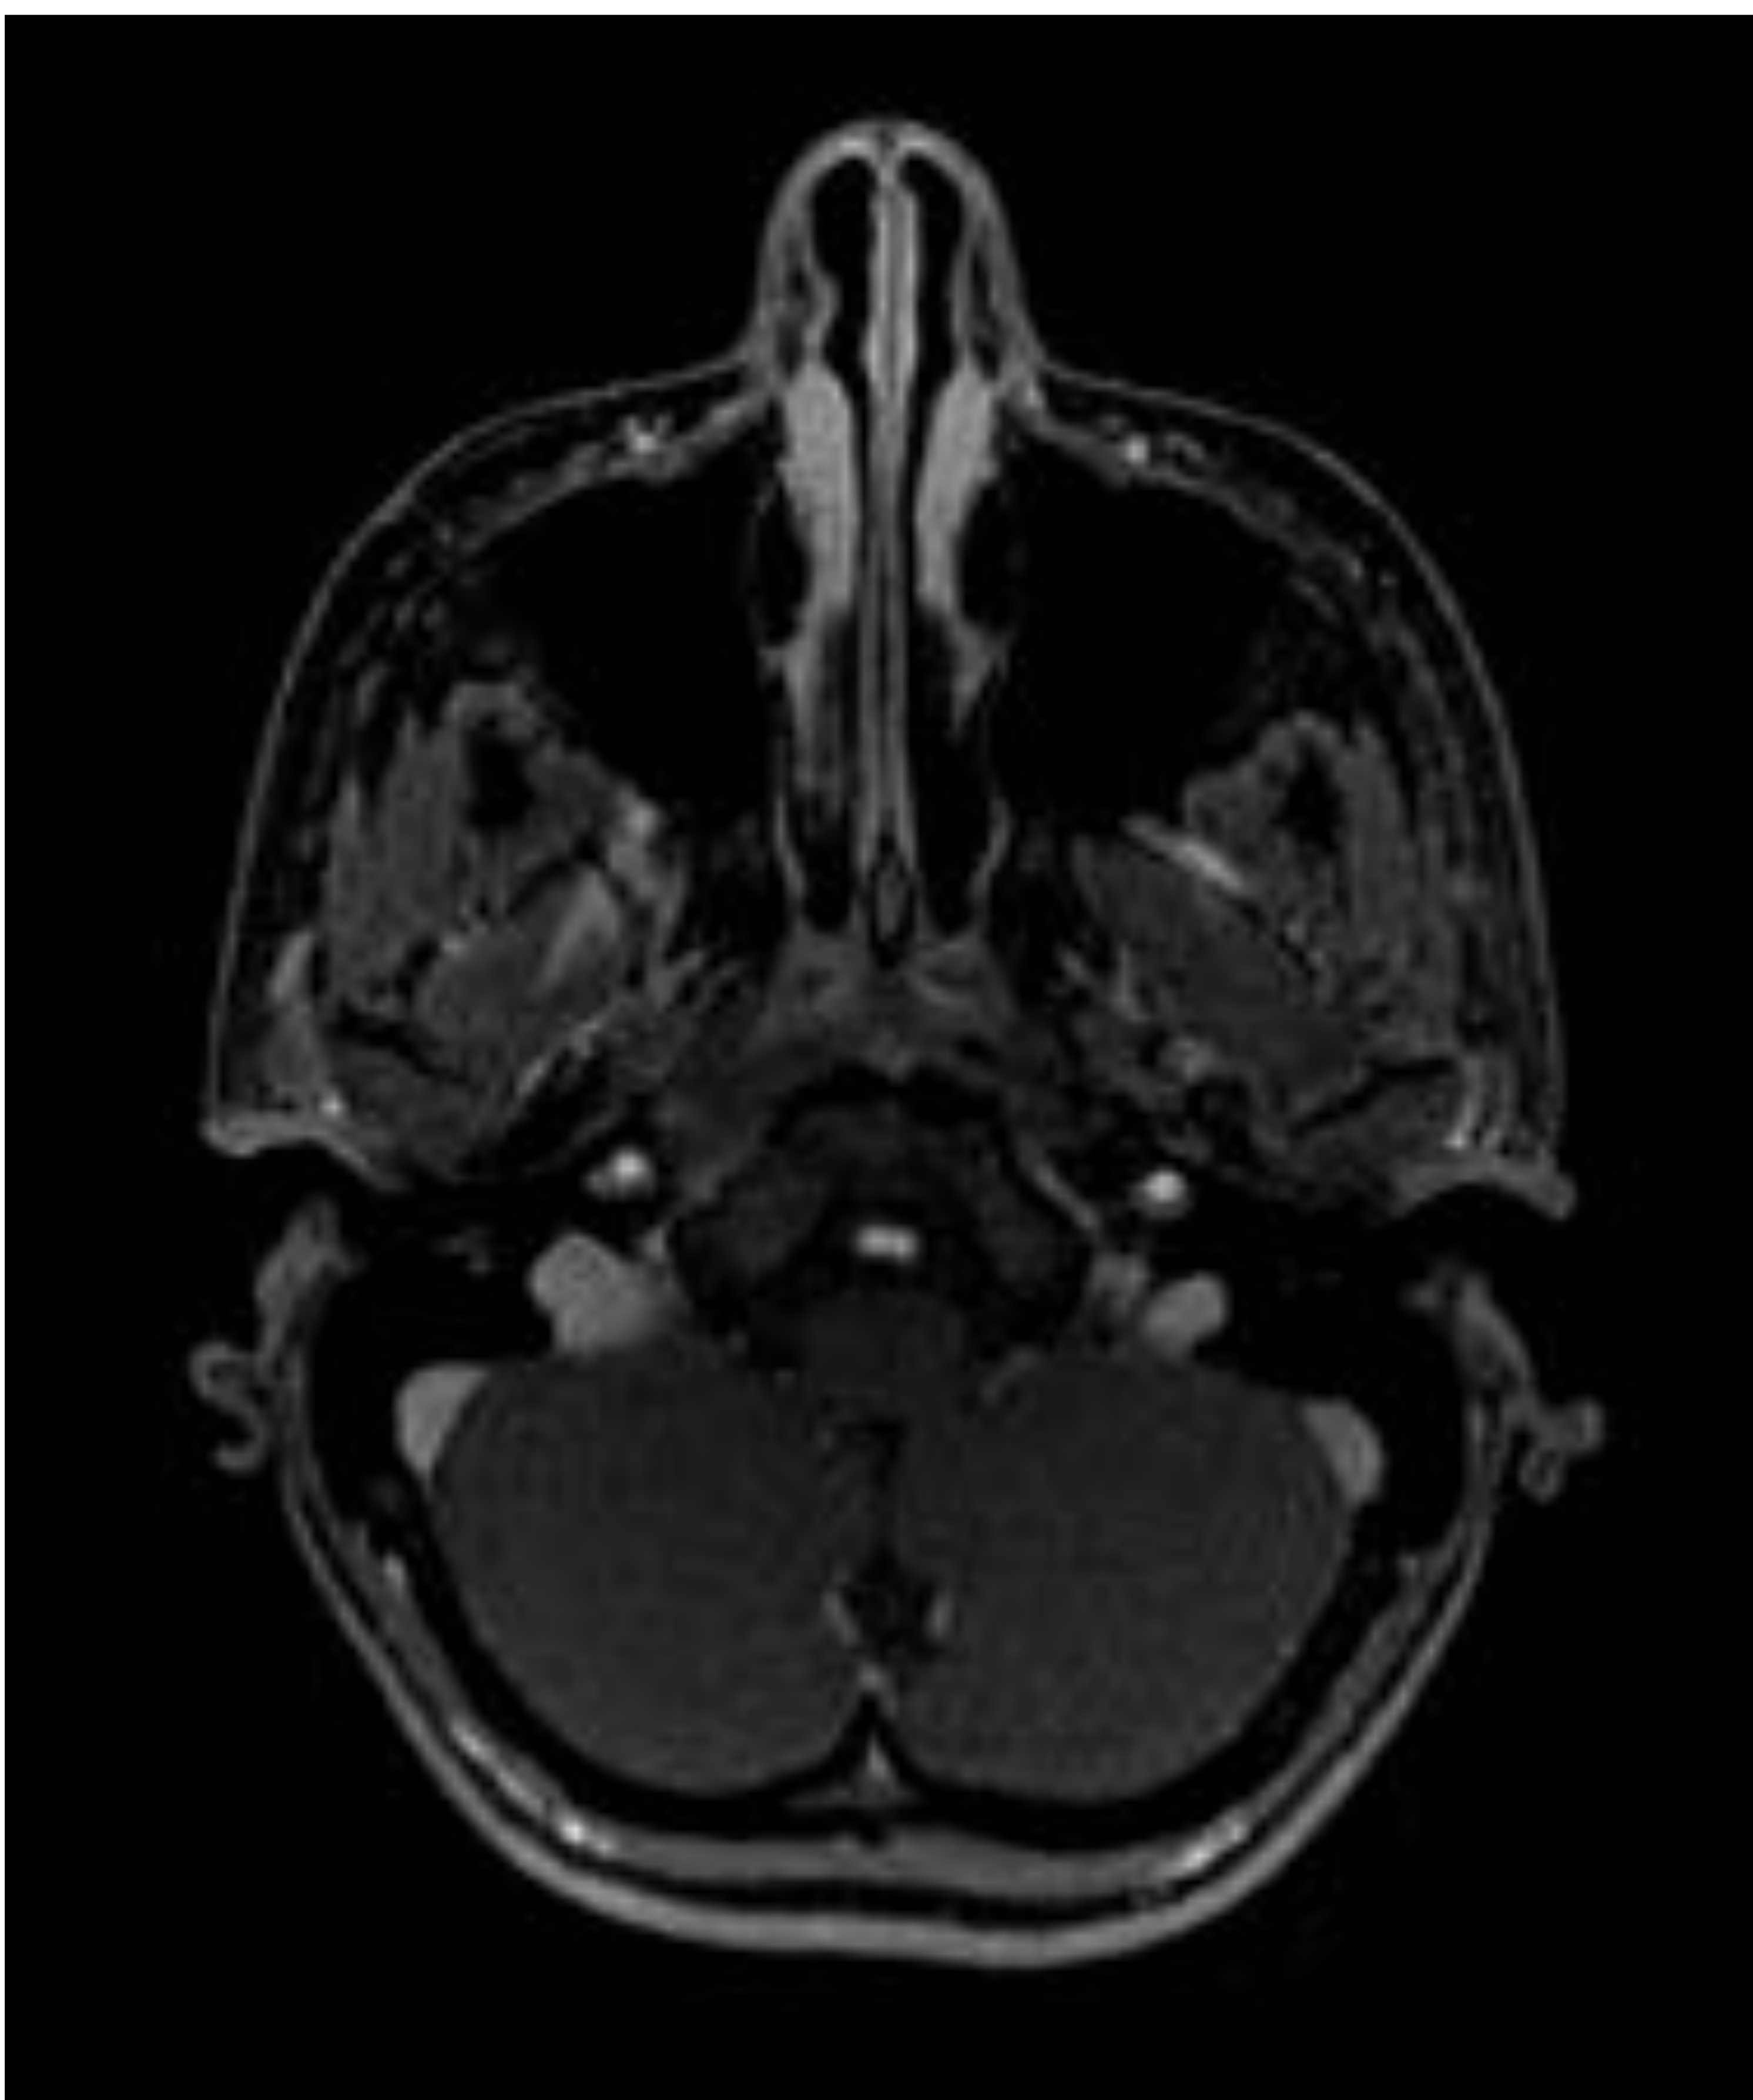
Mujer de 21 años con Enfermedad de Takayasu que ha sufrido varias crisis convulsivas generalizadas. En la TC urgente, lesiones isquémicas cerebrales.
